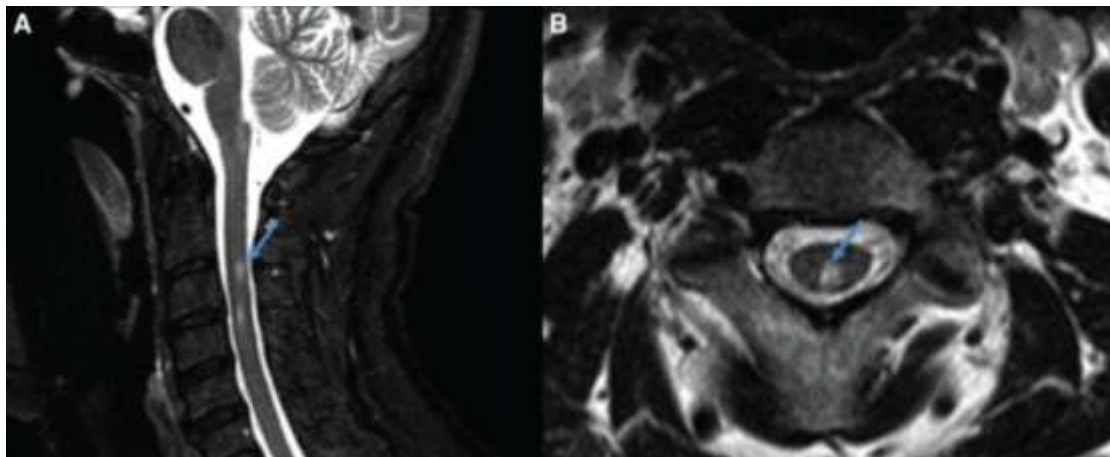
Απεικονιστικές λήψεις Μαγνητικού τομογράφου, στις οποίες απεικονίζονται οι σκληρυντικές αλλοιώσεις(πλάκες) σε άτομο που νοσεί από σκλήρυνση κατά πλάκα(γυναίκα 29 ετών). Οι αριστερές τομές αντιστοιχούν σε T2-WI TSE (3D/ 0,8 isotropic) και οι δεξιές τομές είναι από την ακολουθία T2 FLAIR TSE (3D/ 0,8 isotropic)<sup>[28]</sup>.
